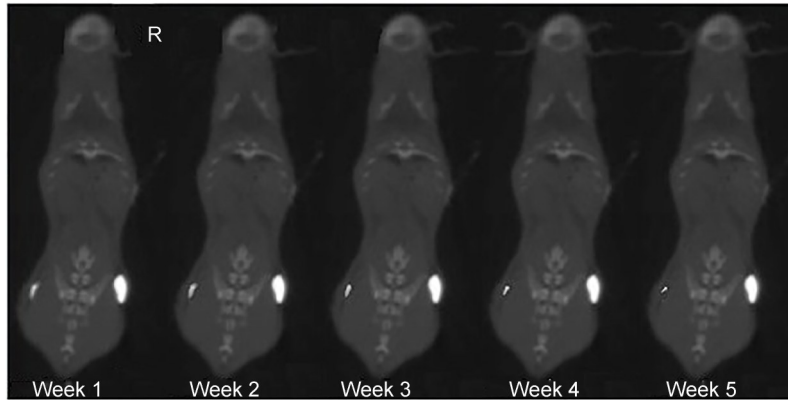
裸鼠5周内CBCT图像上的LFM(左侧高亮度影)和GFM(右侧高亮度影)
